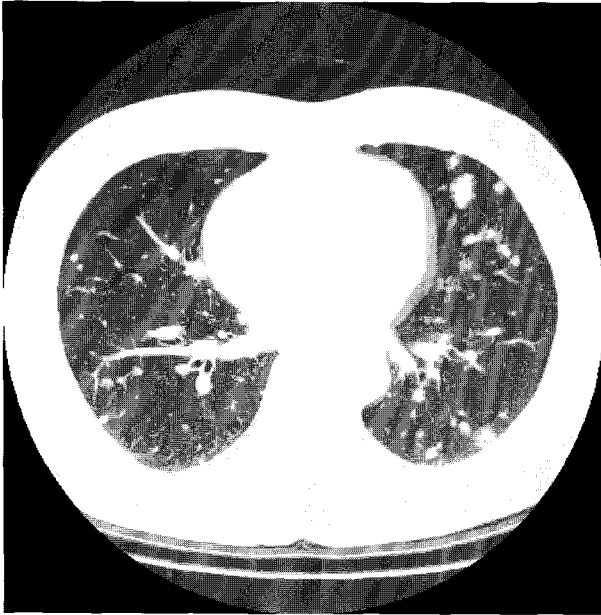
High resolution CT scan(HRCT) of the chest at diagnosis shows multiple scattered nodules on the whole lung field.
